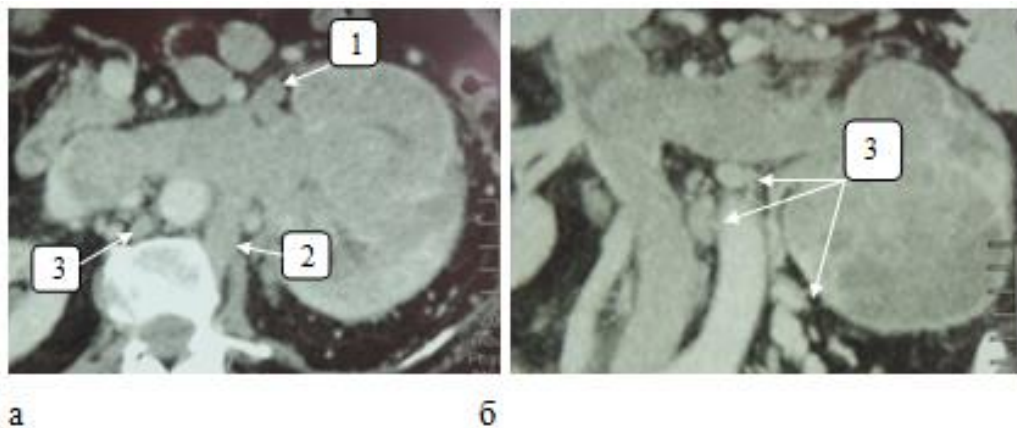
МДКТ пацієнтки П. з пухлинним тромбом, який поширюється в НПВ, ліву ниркову вену та її основні притоки. Візуалізуються збільшені парааортальні та інтрааортокавальні лімфовузли: а) аксіальна томограма; б) фронтальна реконструкція: 1 - адренальна вена. 2 - поперекова вена. 3 - збільшені лімфовузли.
